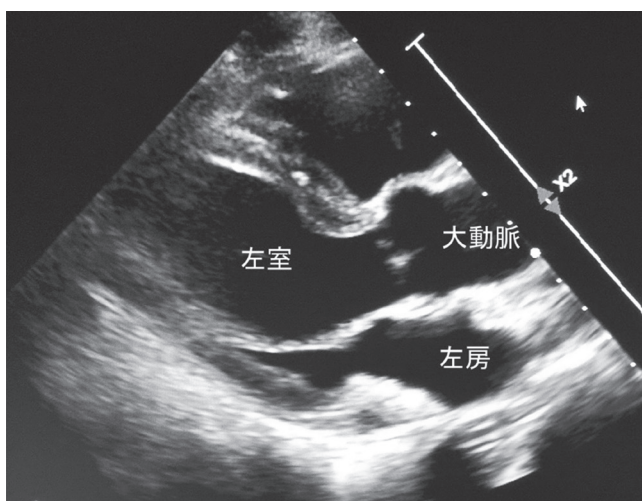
経胸壁心エコー所見（傍胸骨長軸像）：大動脈弁、僧帽弁等左心系には感染を認めない。
